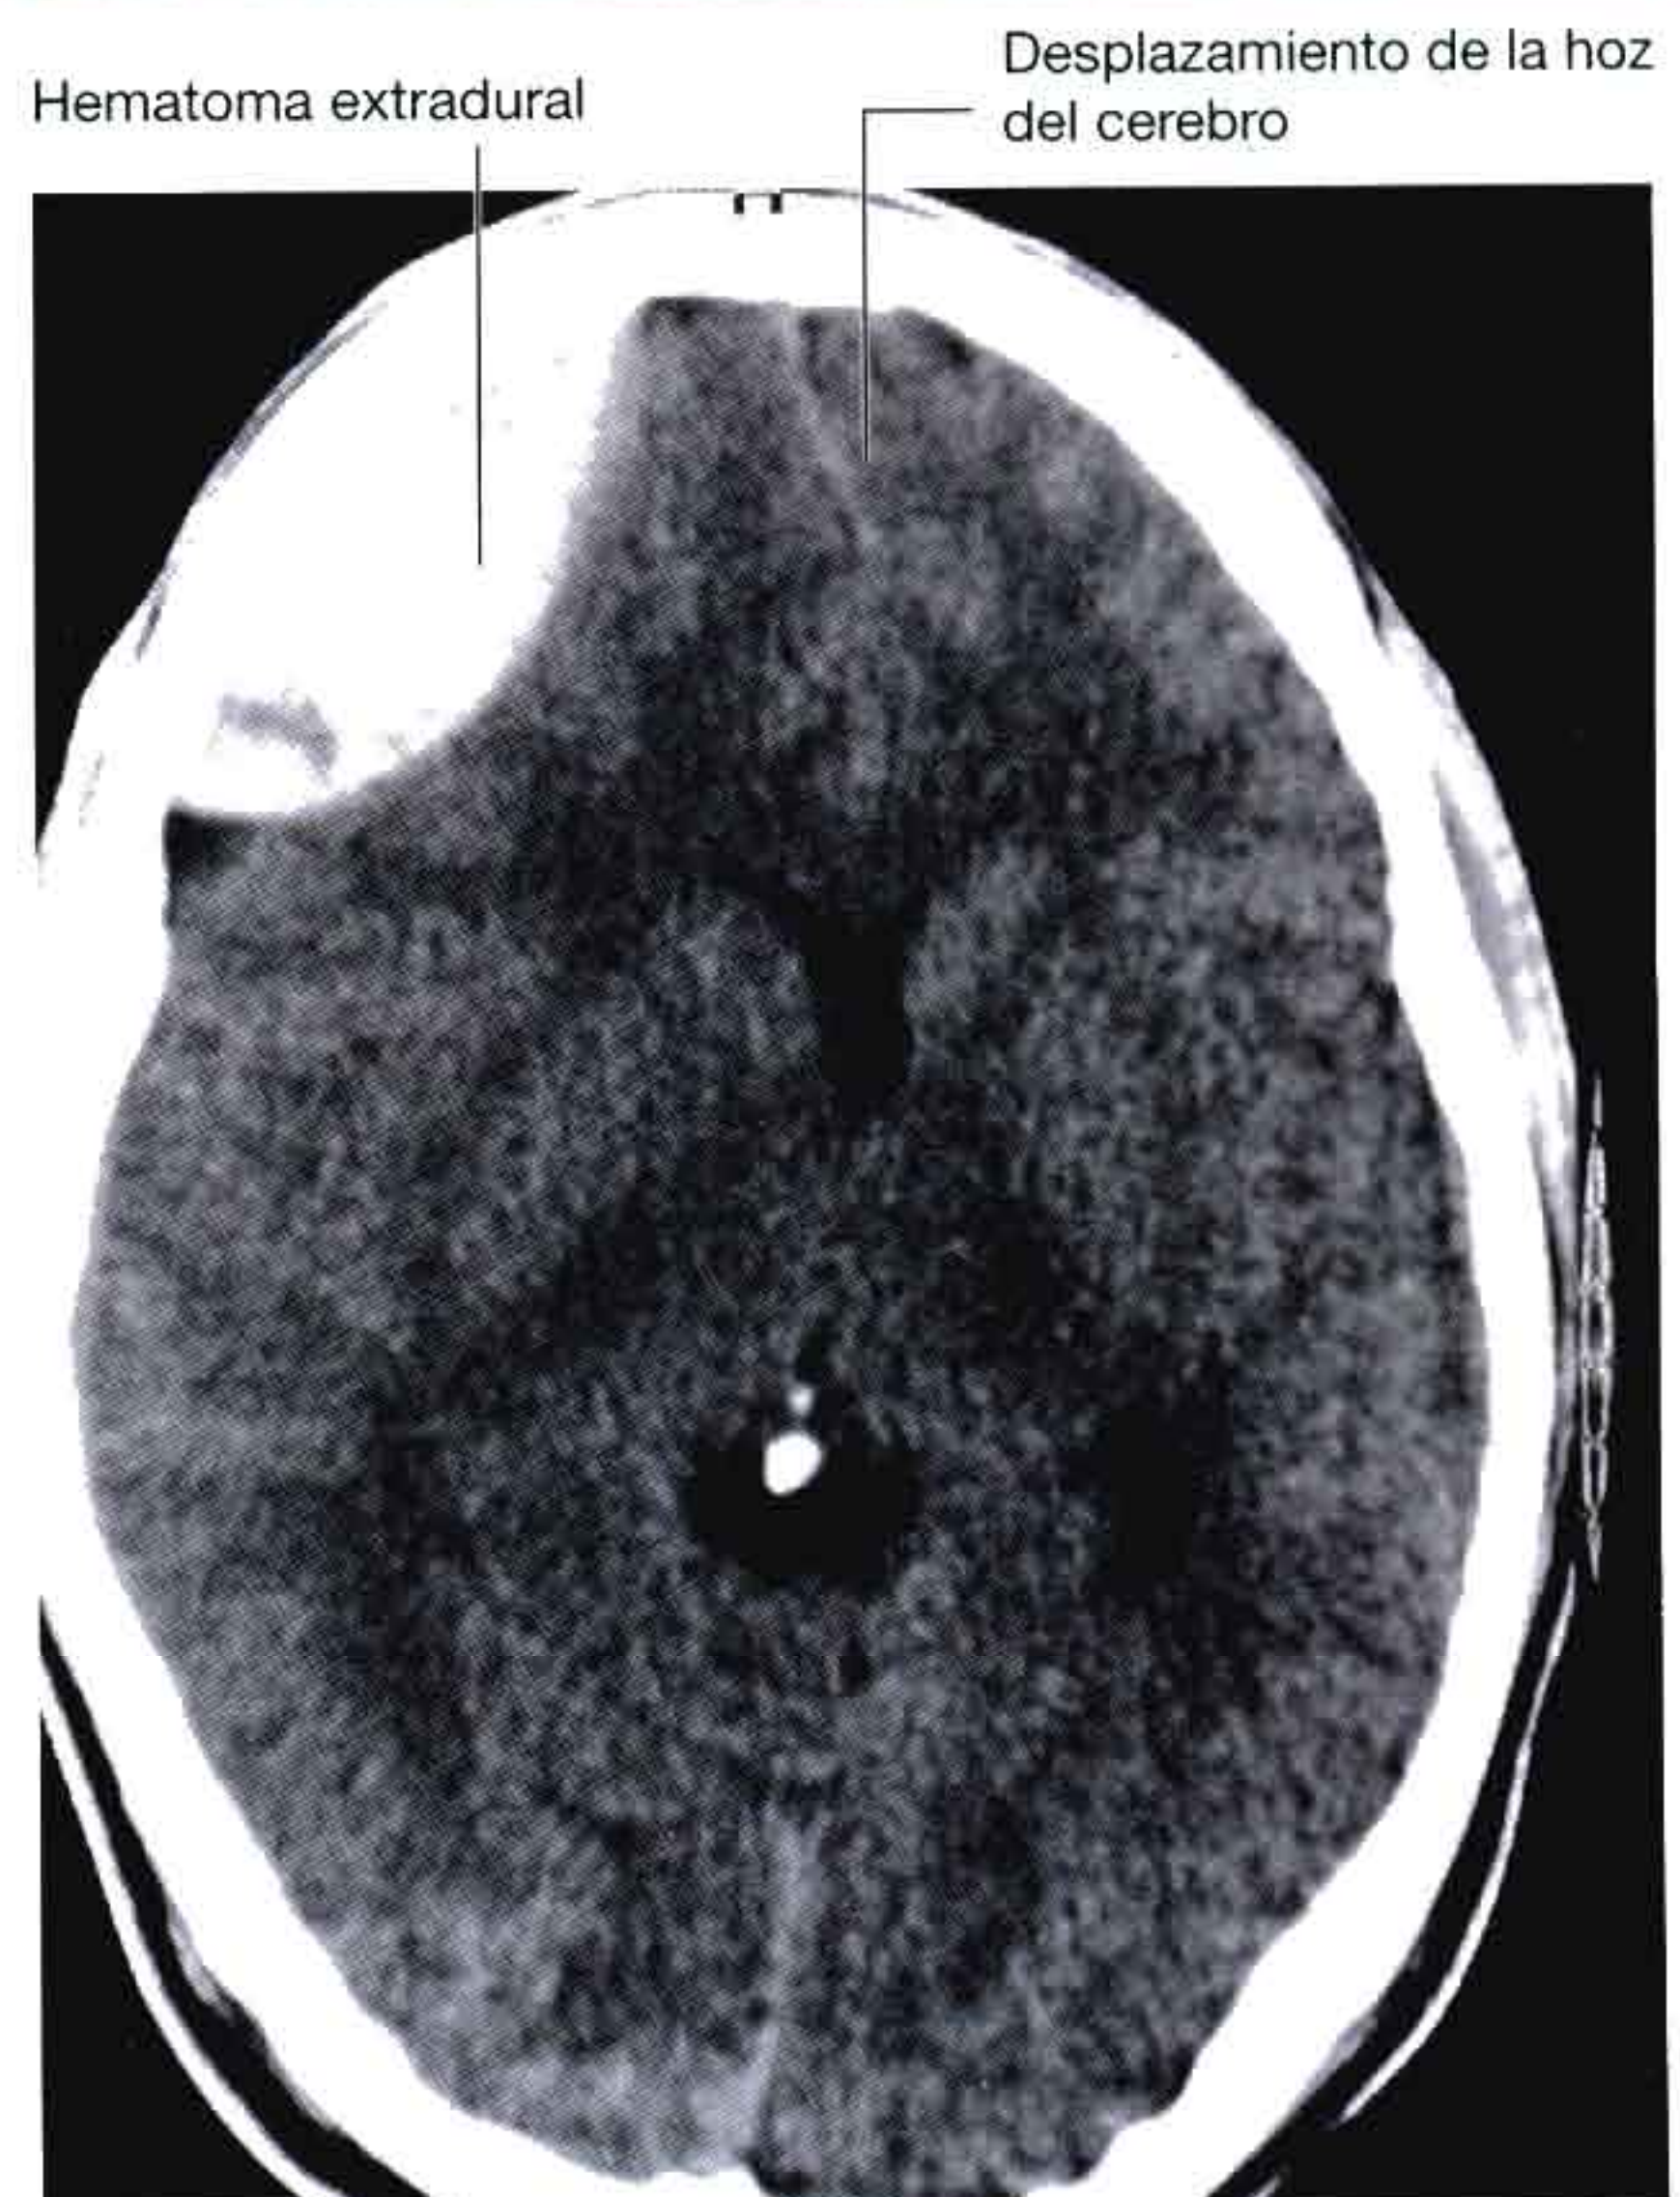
Hematoma extradural. TC axial cerebral.
